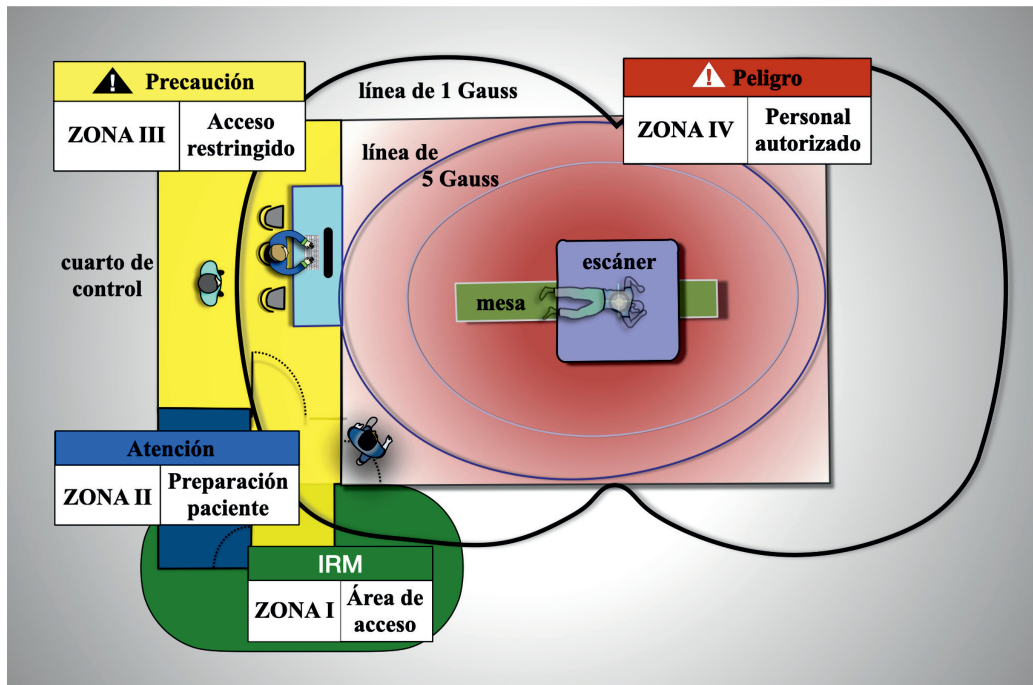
Áreas demarcadas por colores donde se encuentra el sistemas de IRM y las correspondientes medidas de seguridad.^{10,20,23,29}
